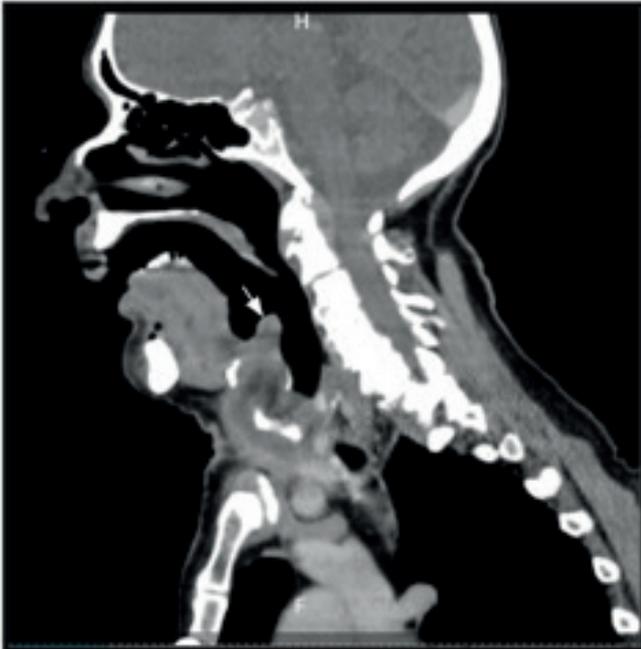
Tomografía axial computarizada (TAC) de cuello contrastada. Corte Sagital. Absceso anterior a cartilago tiroides, engrosamiento epiglótico (flecha blanca) e hipodensidad inferior a este. Fuente: tomado de la historia clínica del paciente.
